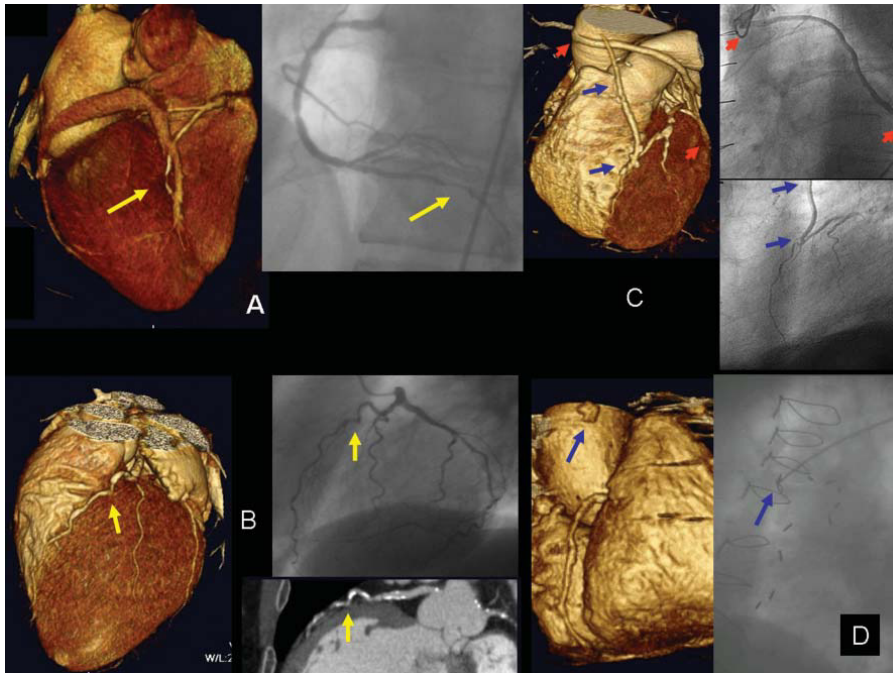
Lesiones arteriales coronarias visualizadas por tomografía computarizada con detectores múltiples (TCDM) y coronariografía invasiva. A: lesión estenótica significativa en el tercio distal de la arteria descendente posterior (flecha amarilla); aun siendo un vaso de mediano tamaño, la lesión se detecta correctamente por TCDM en la reconstrucción 3D «renderizada» (izqda.), que se corresponde con la coronariografía invasiva (dcha.). B: lesión no significativa en el segmento proximal, tortuoso de la arteria descendente anterior (flecha amarilla); en la izquierda, TCDM con reconstrucción 3D «renderizada» en la que se visualiza la localización exacta de la lesión con una excelente correspondencia en la coronariografía invasiva (dcha. sup.). La TCDM añade información, no siempre evidente en la angiografía invasiva, del contenido cálcico de la arteria en esta localización (dcha. inf.). C: injertos coronarios permeables con su correspondencia en la coronariografía invasiva; injerto de arteria mamaria interna a arteria descendente anterior (flechas azules) e injerto
